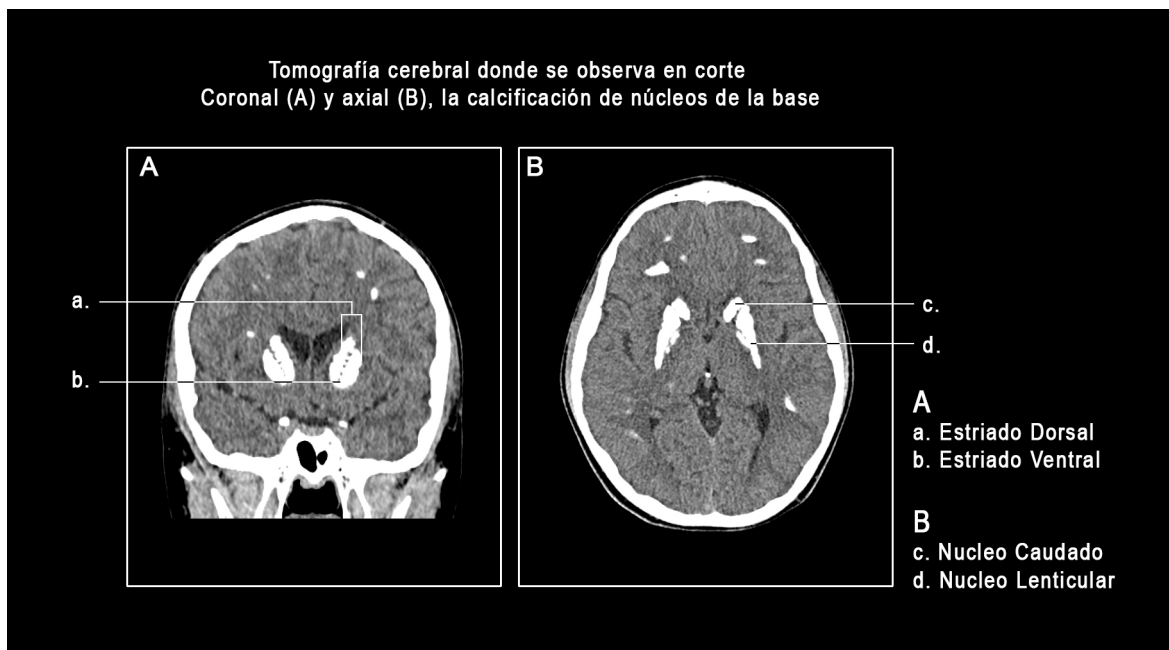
Tomografía computarizada de cerebro no contrastada del paciente. Se observan calcificaciones simétricas gangliobasales en imagen coronal (A) y axial (B).
